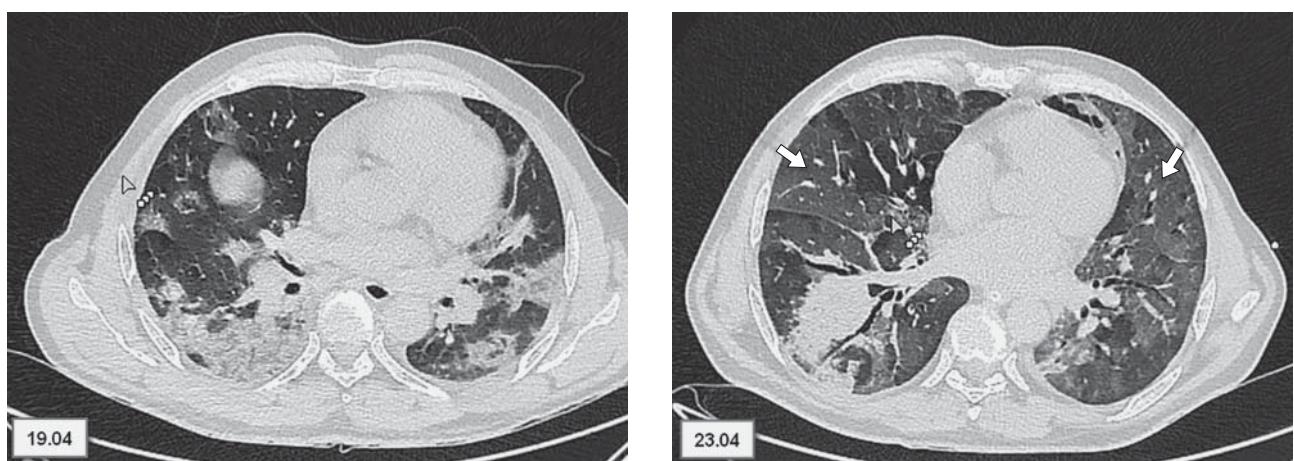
Negative dynamic of CT symptoms. In a CT scan dated April 19, 2020, multiple zones of consolidation are determined mainly in the peripheral area of the lungs. On the control examination dated April 23, 2020, “new” diffusion areas of GGO of reinfection type and their replacement of the consolidation zones were observed.
